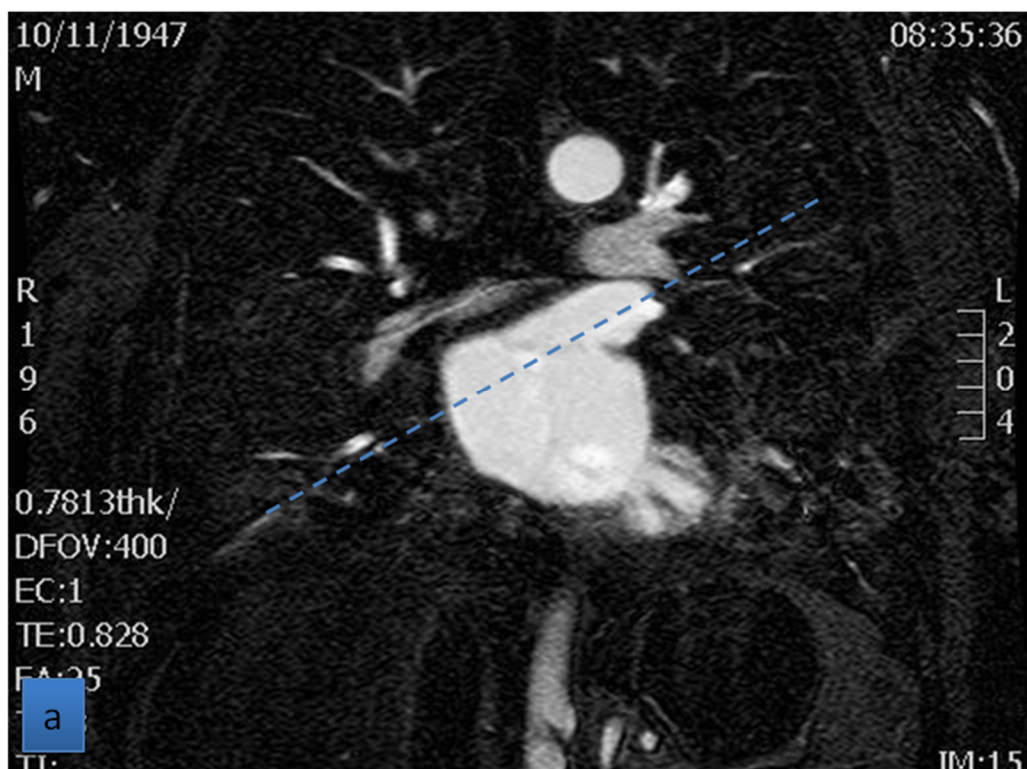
Secuencia angio-RM 3D. (a) Representación del eje longitudinal de la VSI en el plano coronal. (b) Medición del diámetro AP de la VSI en la reconstrucción MIP realizada en el plano axial oblicuo obtenido a partir del anterior.
